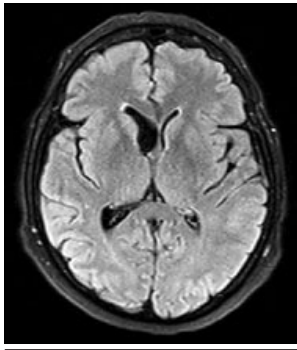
Brain MRI, FLAIR sequence, axial projection
